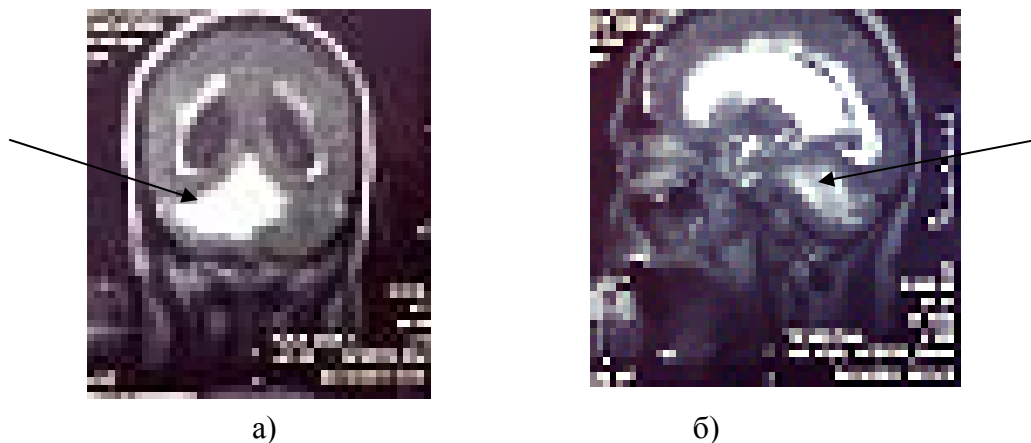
МРТ головного мозга инсультная гематома задней черепной ямки (а-фронтальный срез, б- сагиттальный срез)
